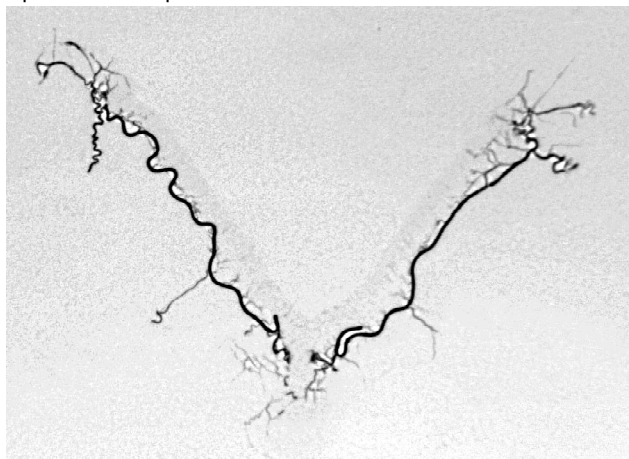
Судини ізольованого препарату матки та яєчників контрольної групи тварин. 1 - маткова артерія, 2 - яєчникова артерія. Фото з рентгенангіограми.
